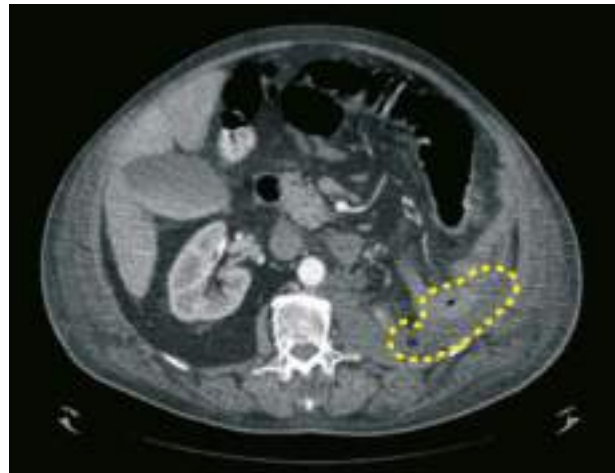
TC: colecciones retroperitoneales que han aumentado su tamaño (círculo punteado).
